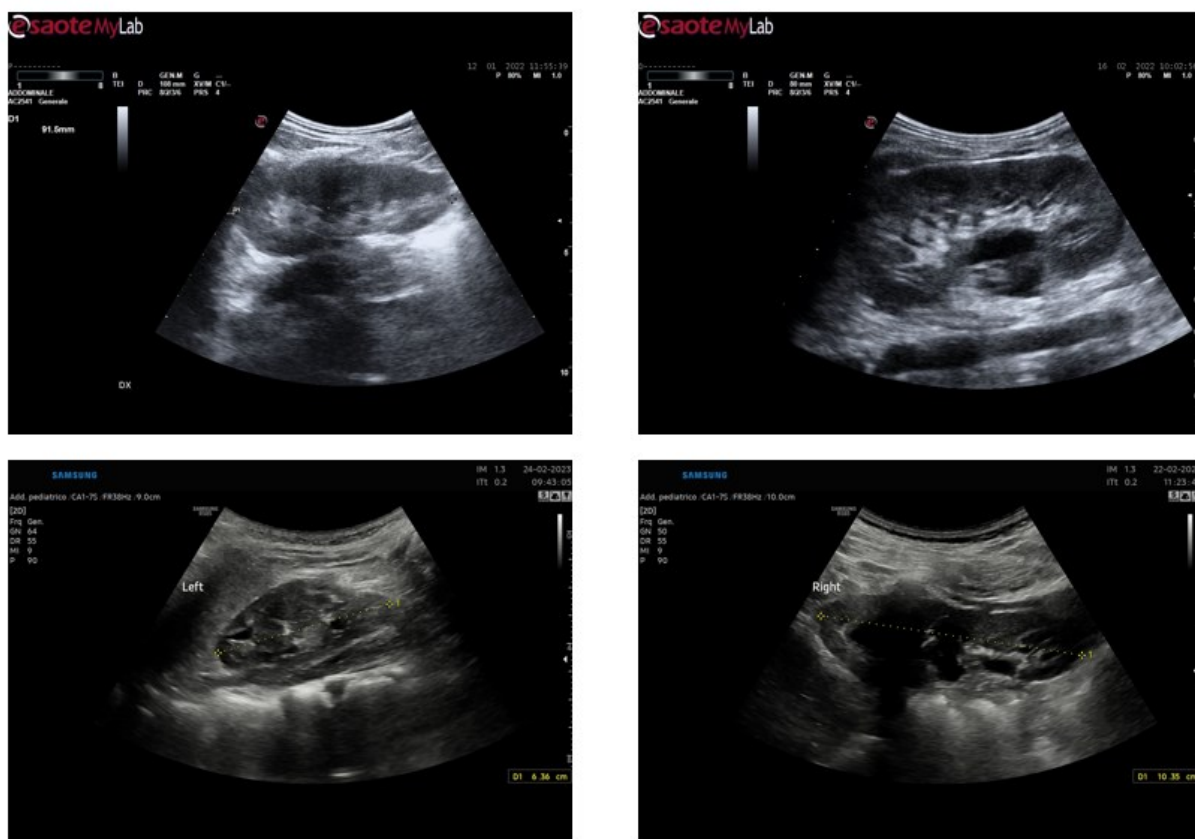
Esempi di ecografie pediatriche renali acquisite. In alto è stata utilizzata la sonda Esaote, in basso quella Samsung.
